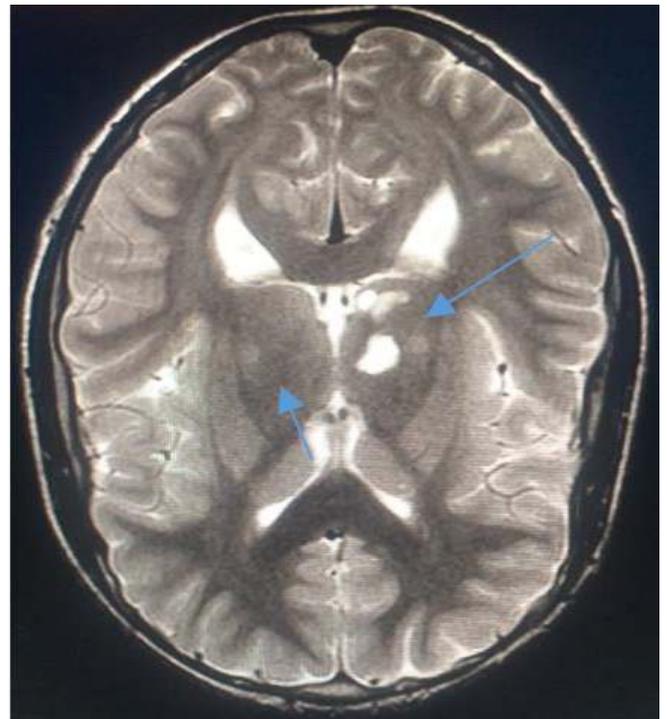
Resonancia Magnética Nuclear.
